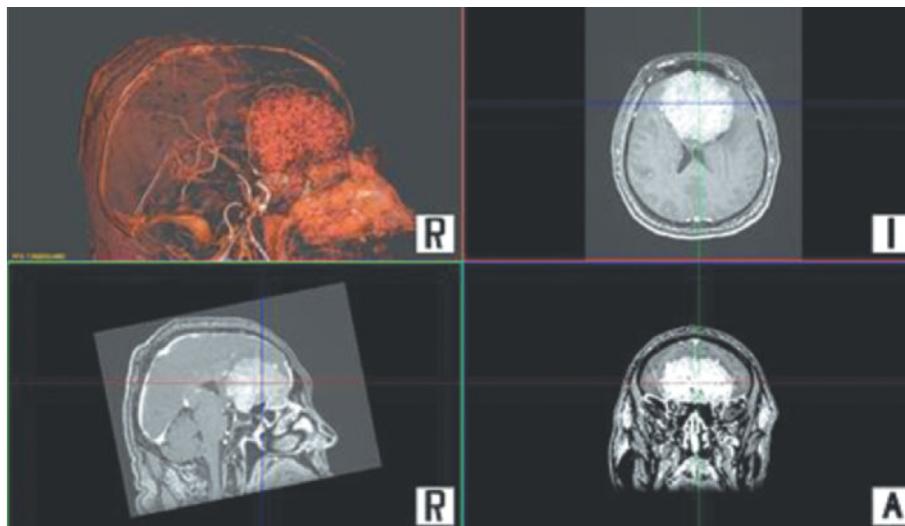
МРТ головного мозга с контрастированием у пациента с менингиомой ольфакторной ямки.
